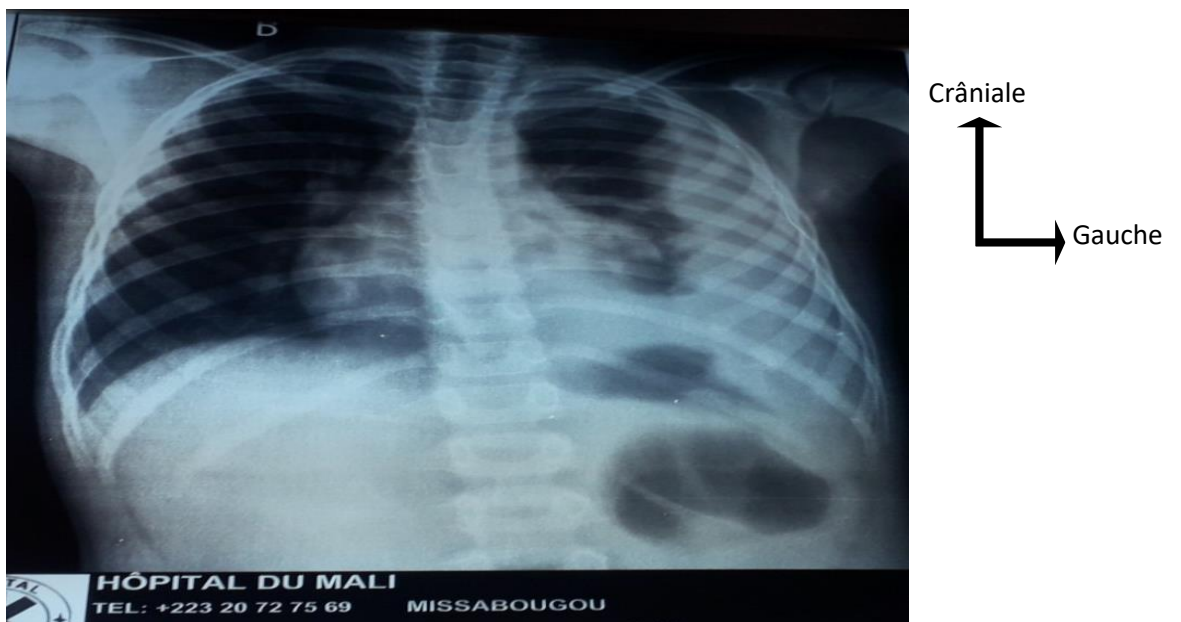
Radiographie thoracique de face montrant un épanchement gauche de moyenne abondance chez un patient de 15 ans Source : service de chirurgie thoracique de l'hôpital du Mali
